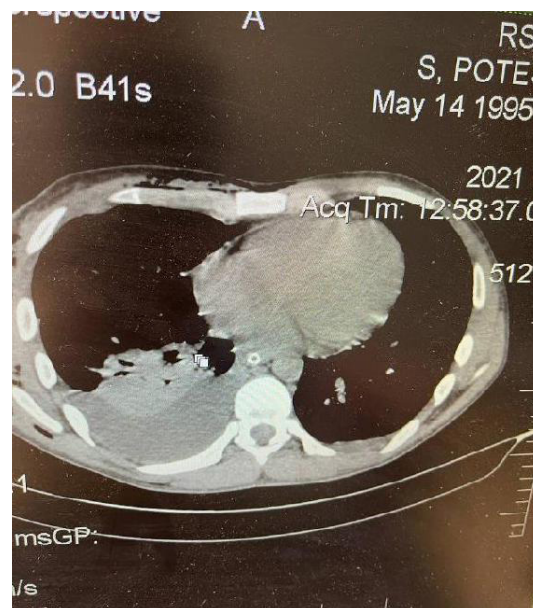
МСКТ: признаки гемоперикарда
